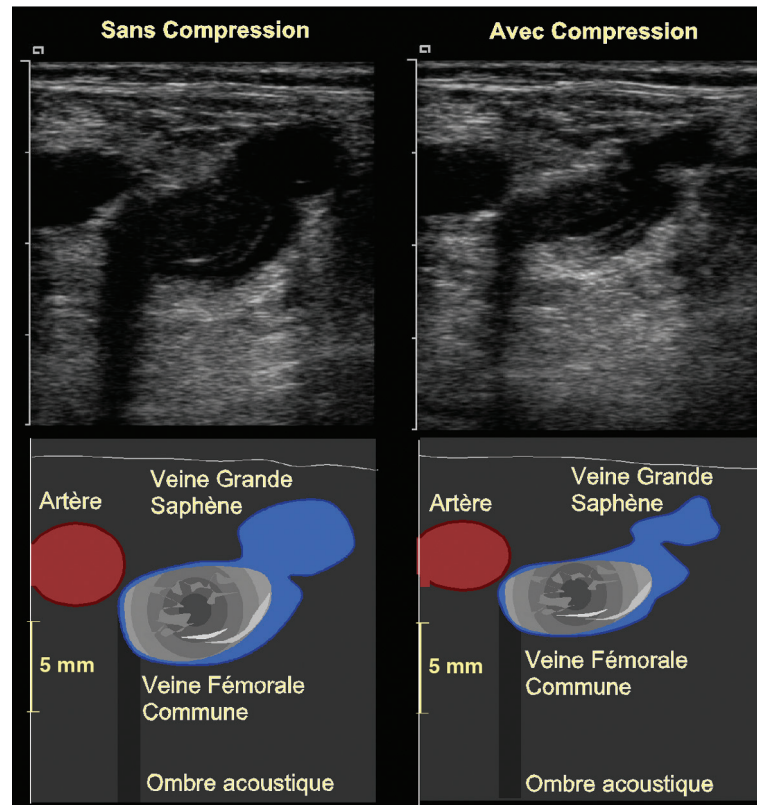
Thrombose partielle de la veine fémorale commune. La coupe échographique transversale montre le thrombus, hypo-échogène, n'obstruant qu'en partie la veine (une lame sanguine circulante persiste sur le versant postéro-médial). Le test de compression ne permet pas de collaber la veine.
